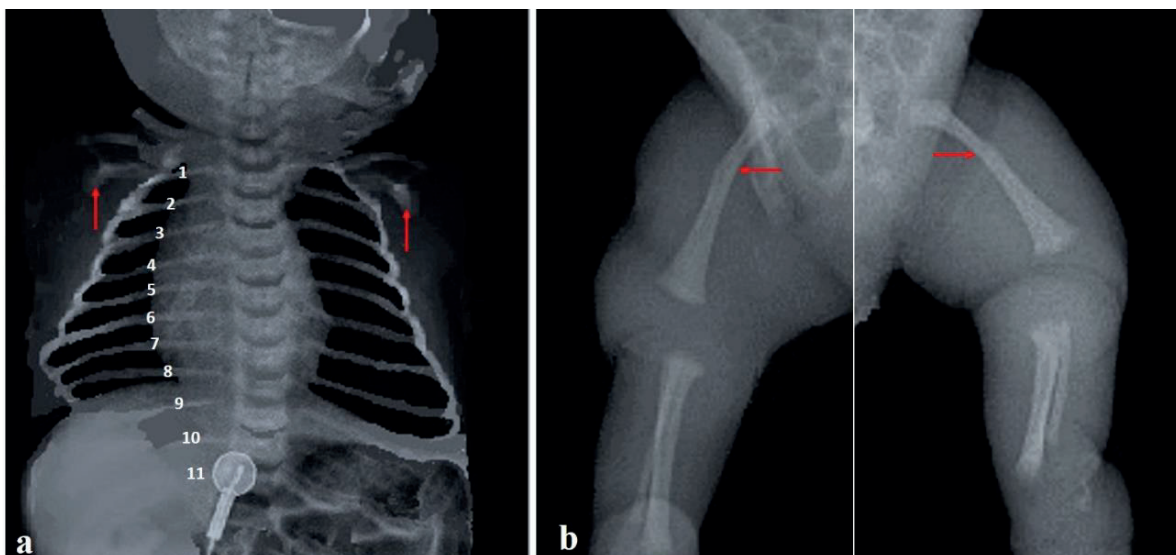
Radiografías al nacimiento: a) De tórax anterior evidencia la presencia de once pares de costillas delgadas, cortas y horizontalizadas, con hipoplasia de escápulas (flechas). b) Las extremidades inferiores, con moderado arqueamiento anterolateral en ambos fémures en la unión del 1/3 proximal con los 2/3 distales (flechas) y tibias con ligero arqueamiento anterior.
